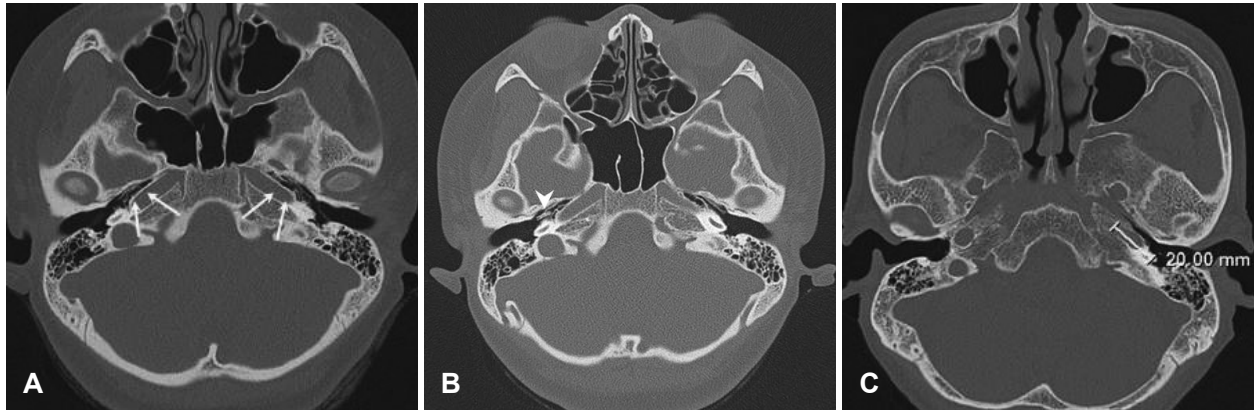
Preoperative axial image of temporal bone computed tomography in case 2 patient shows well developed air cells around bony orifice of Eustachian tube (A, arrows). Full insertion of the catheter was impossible without removing those air cells. Axial image after first operation of case 2 patient shows the catheter inserted in bony orifice of Eustachian tube (B, arrowhead). Meanwhile, image of case 3 patient demonstrates 20 mm in length and relatively straight patulous Eustachian tube without any surrounding air cells (C). Full insertion of the catheter via myringotomy was easily performed in this patient.
